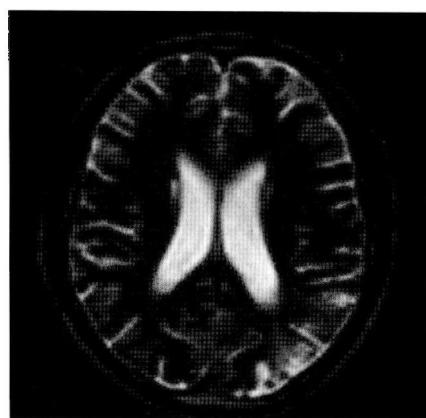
头颅 MRI 轴位 T<sub>2</sub>WI 示左侧枕叶高信号陈旧病灶
